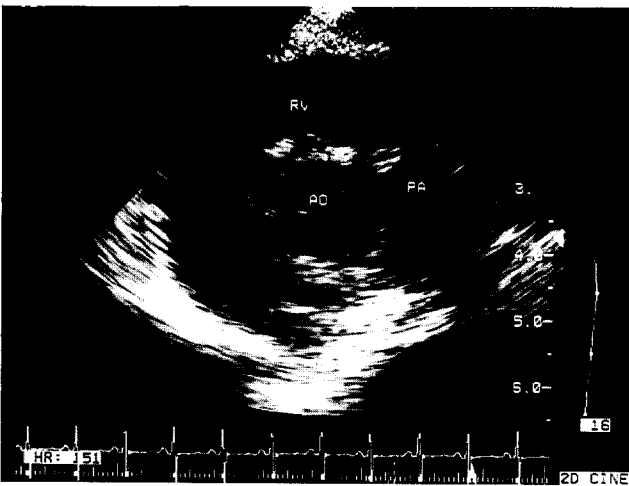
술후 심초음파 소견. 동맥간 판막부전이나 우심실 유출로 협착의 소견이 없음을 보여주고 있다.
